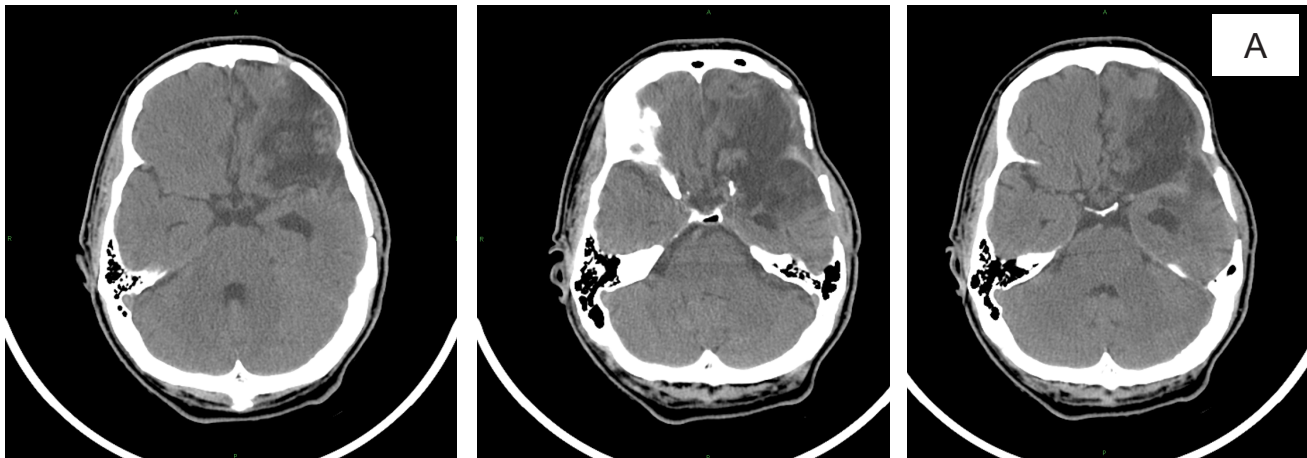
КТ с контрастным усилением 1-е сутки после операции (а-аксиальная проекция, б-фронтальная проекция). Опухоль удалена радикально, геморрагических осложнений в ложе удаленной опухоли нет
